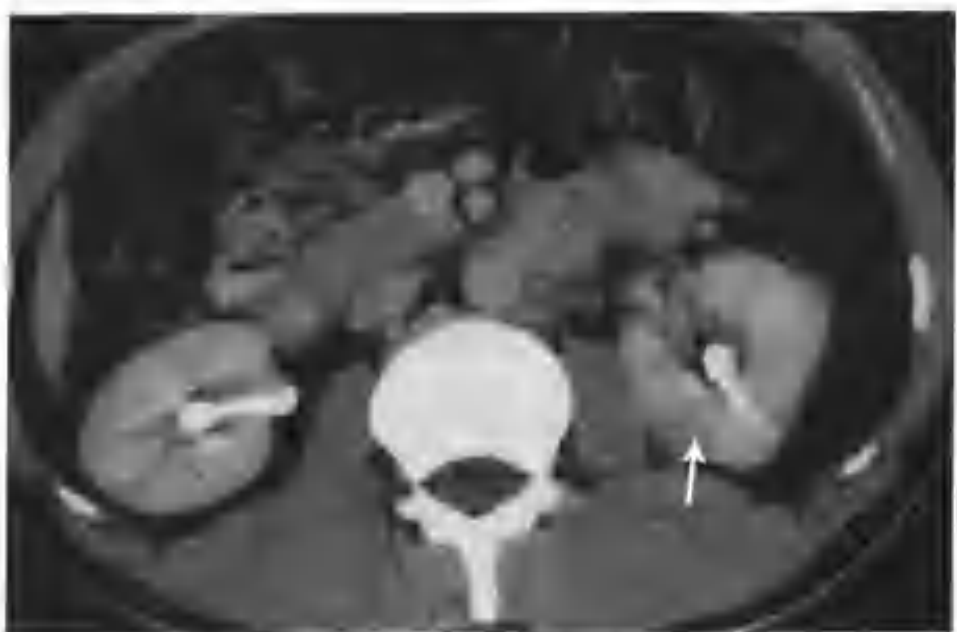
与图 3-1-96 为同一病例，肾盂期示病灶 (箭头) 强化进一步减低，CT 值 75HU，邻近肾盏未受波及
